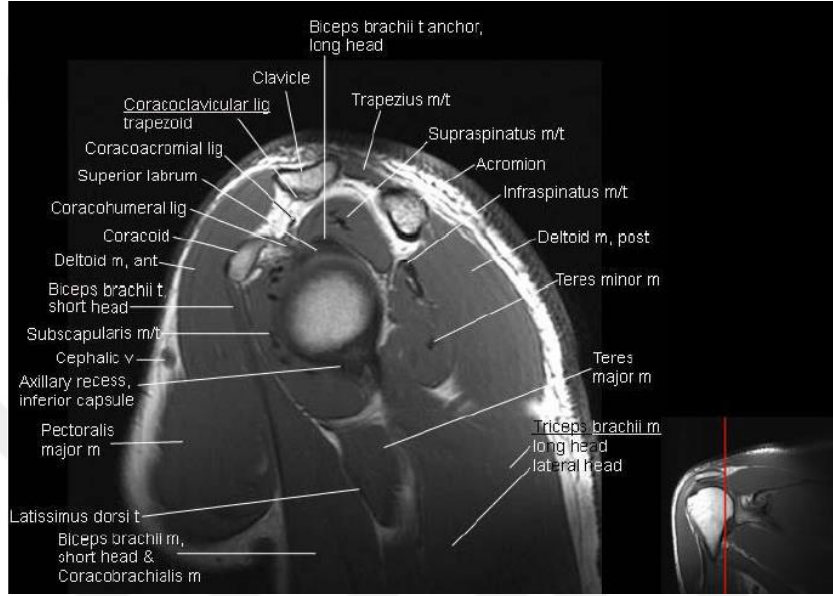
Omuzun Oblik Koronal Düzlemde Manyetik Rezonans Anatomisi [135].
